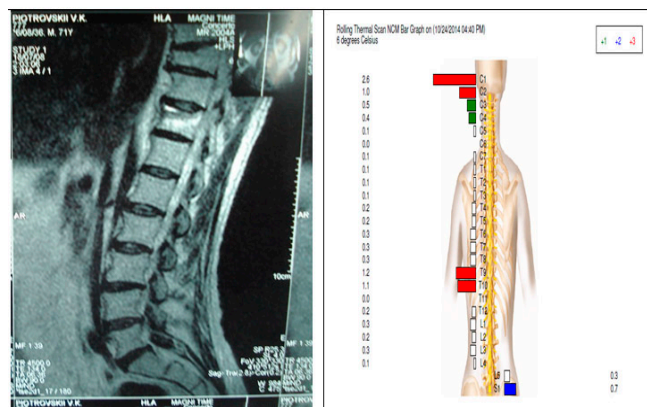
Ілюстрація рентгенологічного дослідження та показника індексу нейроспінальної функції, ступінь 3
